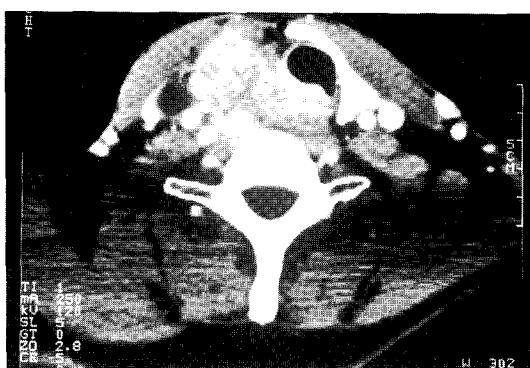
Preoperative CT finding(I). This is CT films before operation at the Department of GS, and show the thyroid cancer involving the trachea and esophagus(Table 11, Case No. 9).
